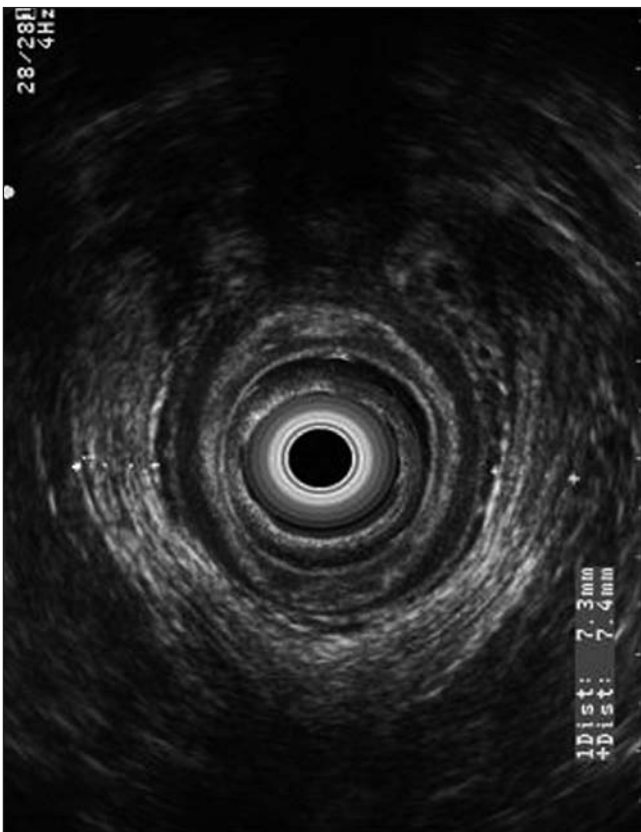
Measurement of the puborectal muscle in a woman with CIAP without anorectal ultrasound abnormalities.
